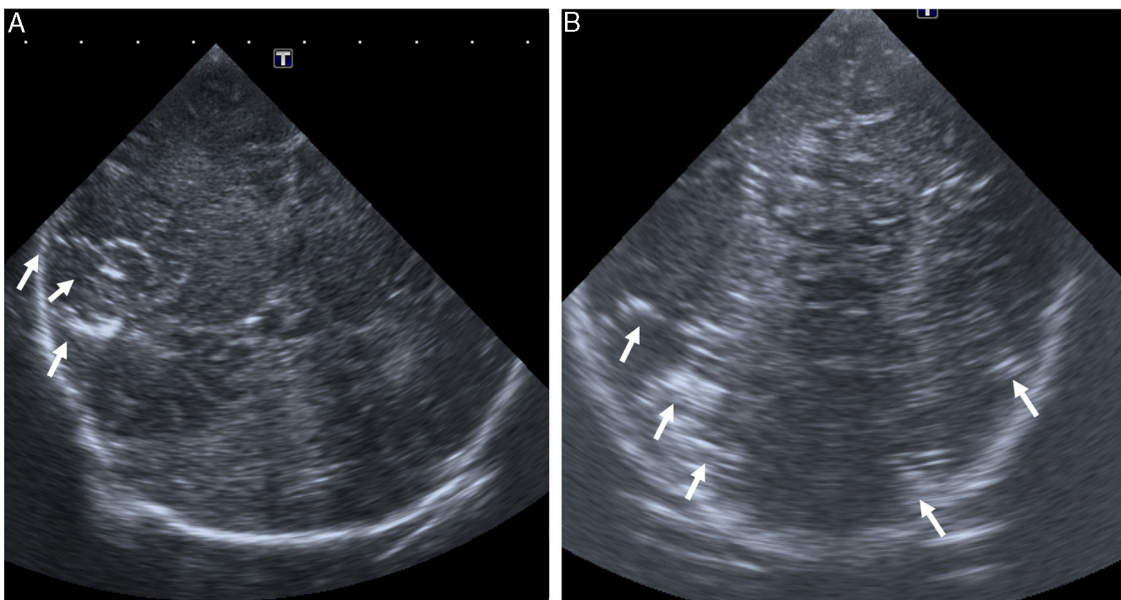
Cortes coronales de la ecografía mostrando imágenes lineales hiperecogénicas, birrefringentes en surcos de la región insular derecha (flecha en A) y regiones parieto-occipitales bilaterales (flechas en B), siendo su causa posible el embolismo cerebral.
